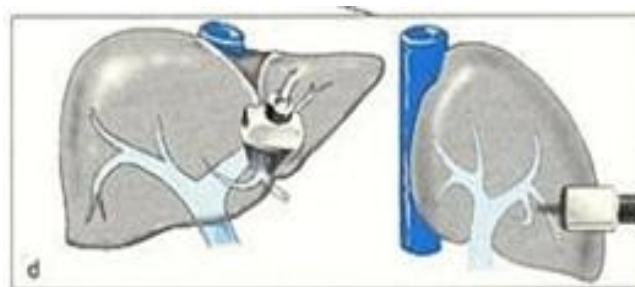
[68] : Exploration échographique du pédicule hépatique
